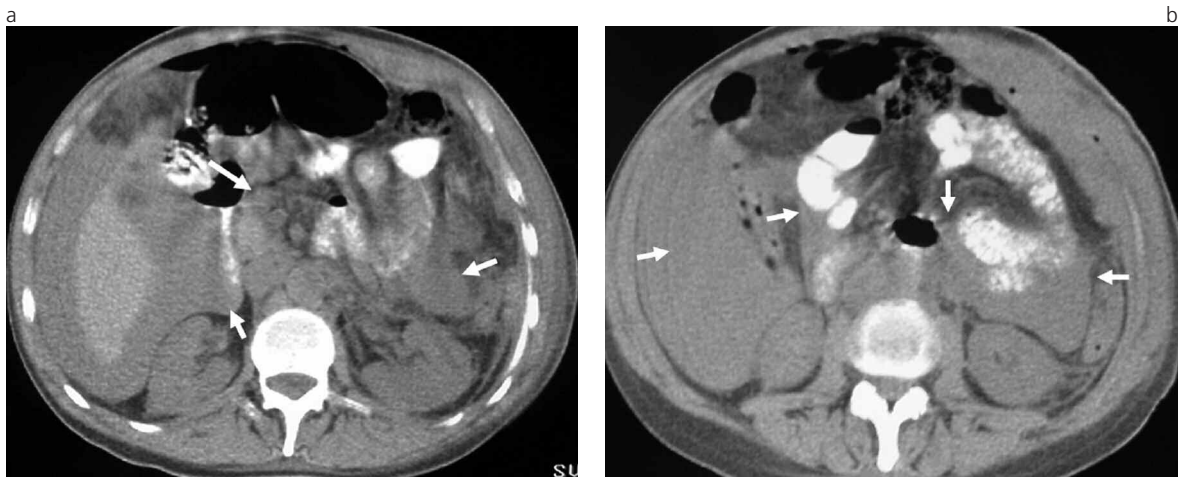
Hemorragia intraabdominal en un paciente de 58 años de edad, de sexo masculino, con plaquetopenia secundaria a leucemia mielocítica aguda. a) y b) Tomografía Computada obtenida tras la administración de contraste oral, en la que pueden observarse múltiples áreas con densidad de líquido observadas en cavidad abdominal y en mesenterio intestinal (flechas).
